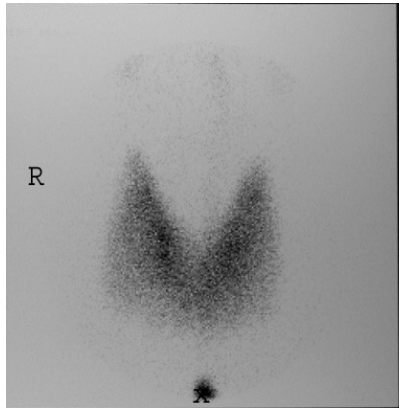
Subklinik hipertiroidi, olgu 23. Sintigrafide (a) her iki lobda multipl hipoaktif ve hiperaktif nodüller USG'de (b) sağ lobda en büyüklüğü inferior kesimde 24x16x16mm boyutlarında, sol lobda en büyüğü superior kesimde 20x17x15mm boyutlarında multipl nodüller izlendi.
